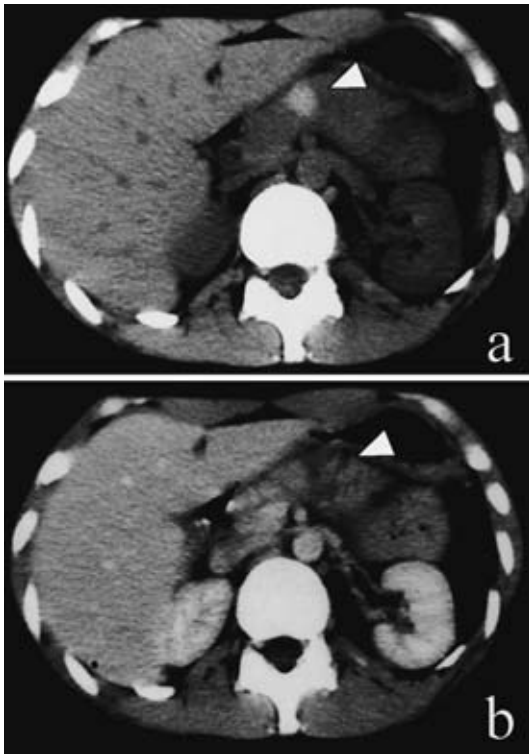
Abdominal enhanced CT scan showed a low-density area at the body of pancreas (arrowhead).
